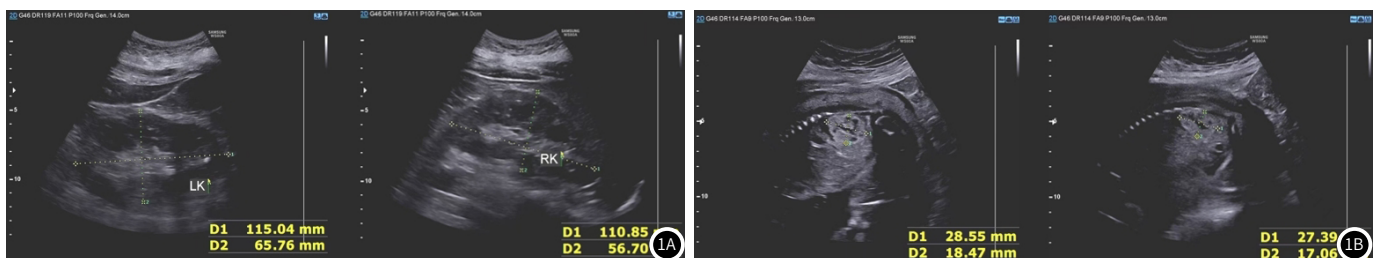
孕妇与胎儿肾脏彩色多普勒超声检查结果。图1A: 孕妇双肾彩色多普勒超声图; 图1B: 胎儿双肾彩色多普勒超声图。
